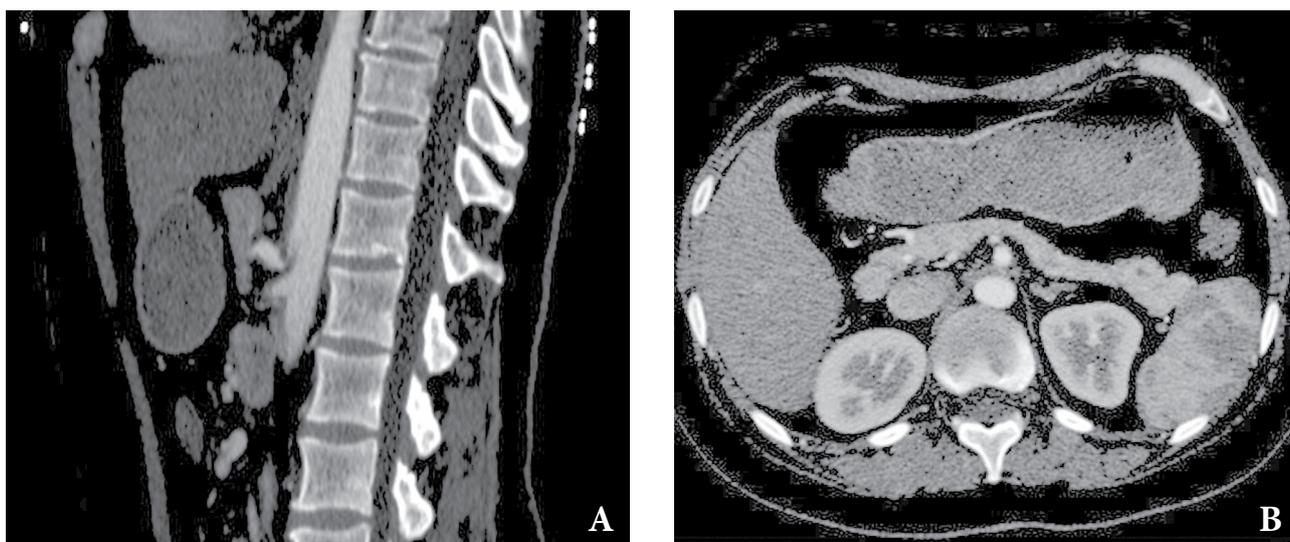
КТ-признаки компрессии чревного ствола дугообразной связкой.
